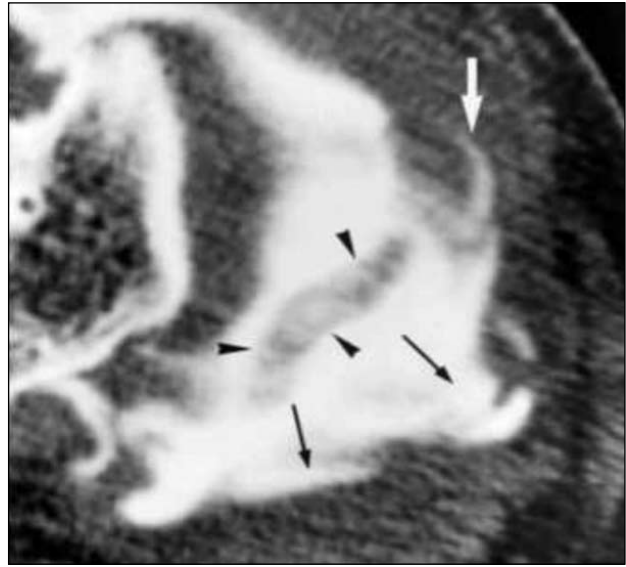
Аксиальная томограмма: нестабильный сложный разрыв заднего рога медиального мениска (черные стрелки); смещенный фрагмент мениска (головки стрелок); продольный разрыв (белая стрелка)
